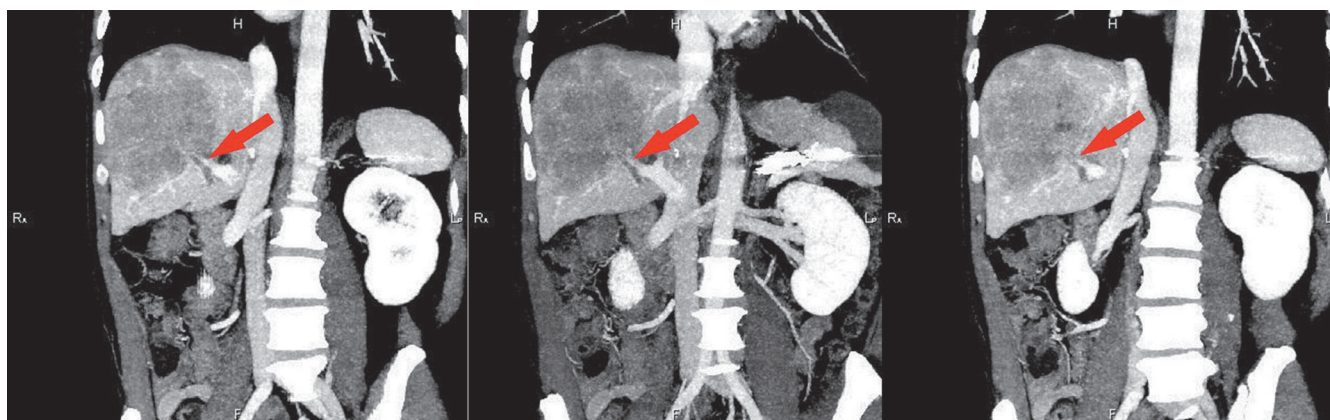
Компьютерная томография брюшной полости с внутривенным контрастированием 11.04.2023 г. (фронтальные срезы). Правая ветвь воротной вены блокирована опухолью – указана красной стрелкой
